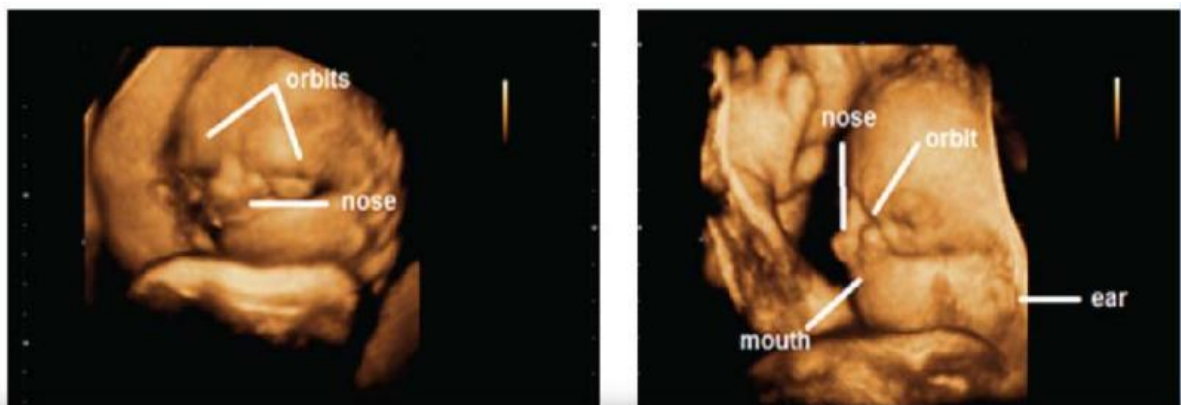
Diagnóstico pré-natal de síndrome de Treacher Collins usando ultrasonografía tridimensional.²⁶
